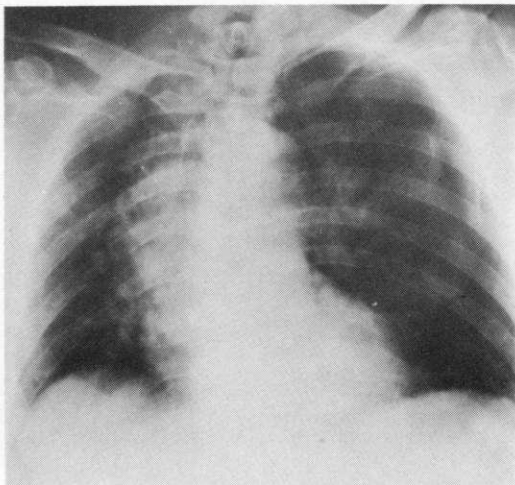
Radiografia del torace a paziente supino. Si evidenzia pneumotorace sinistro.
